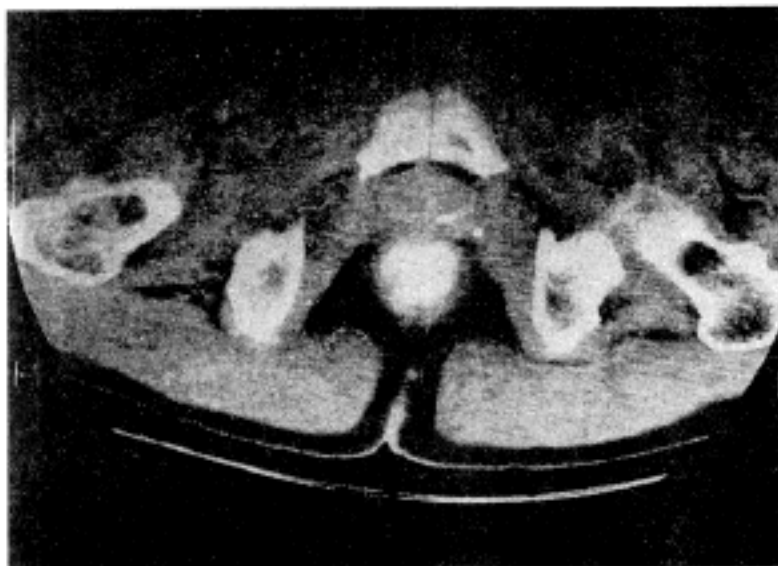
CT scan shows tumor mass confined within rectal wall. Arrow indicates tumor mass.
